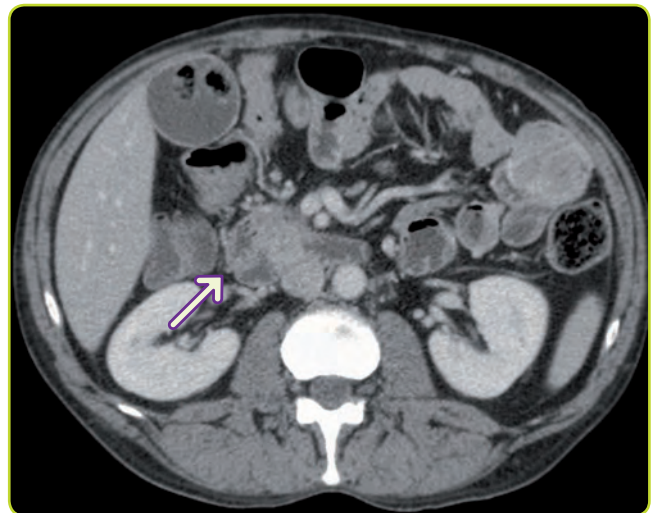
Corte de TC de tumor GIST duodenal.
